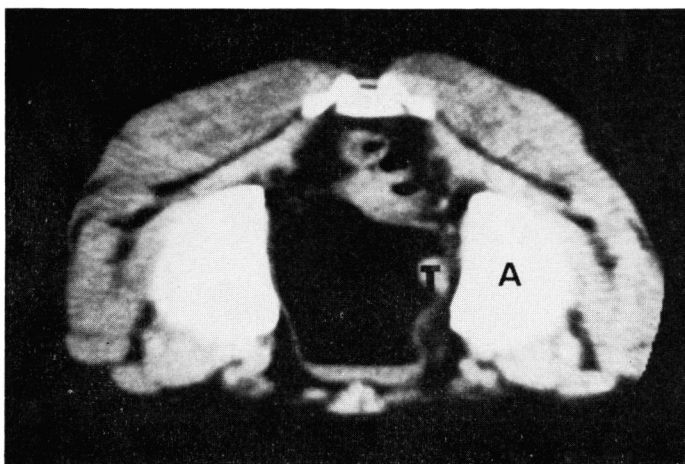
Case 11. Prone bladder CT scan by olive oil-filled method shows the tumor on left lateral wall. Defined perivesical fat layer indicates under stage B. (T : tumor, A : acetabulum)
